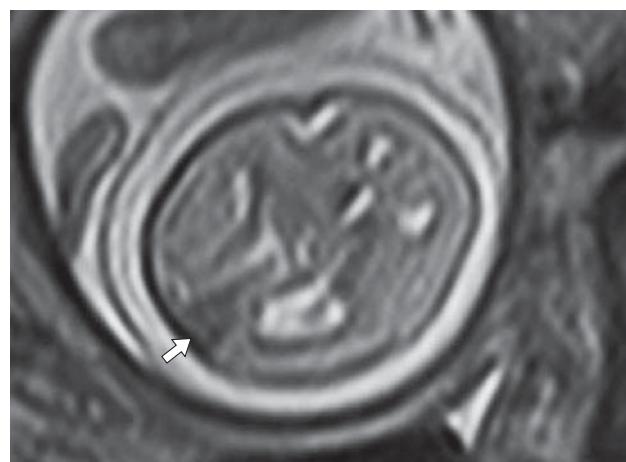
МРТ. Субарахноидальное кровоизлияние. Гипоинтенсивное включение (стрелка) на Т2-взвешенном изображении.
